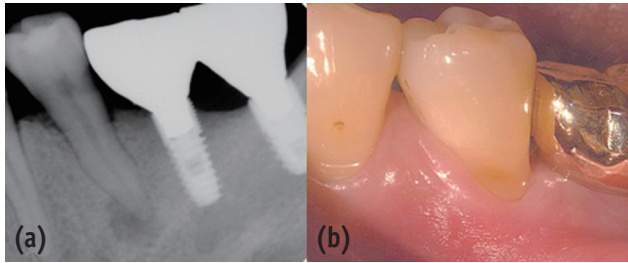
Preoperative periapical view and clinical photograph. (a) Periapical radiolucency on #35; (b) Cervical abrasion.
